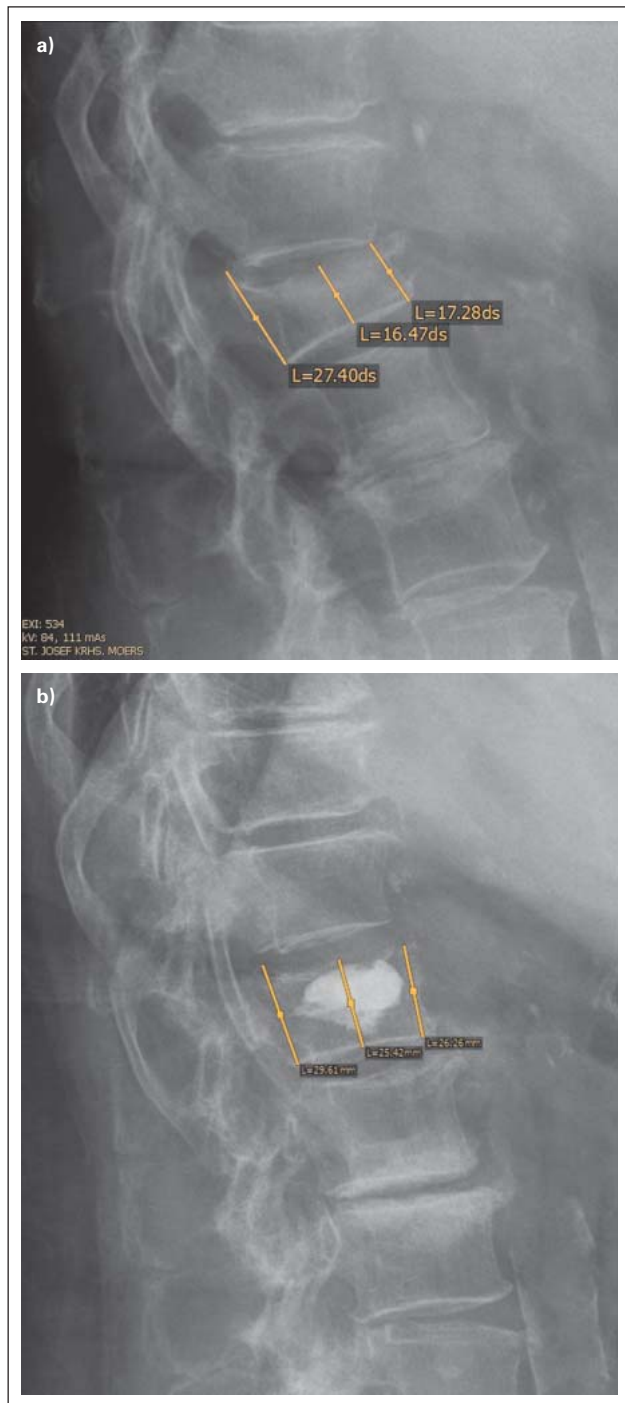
Deutlich messbare Korrektur des gesinterten Wirbelkörperprofils an LWK I (a) prä-OP und (b) post-OP im seitlichen Röntgen ohne Zementextrusion
